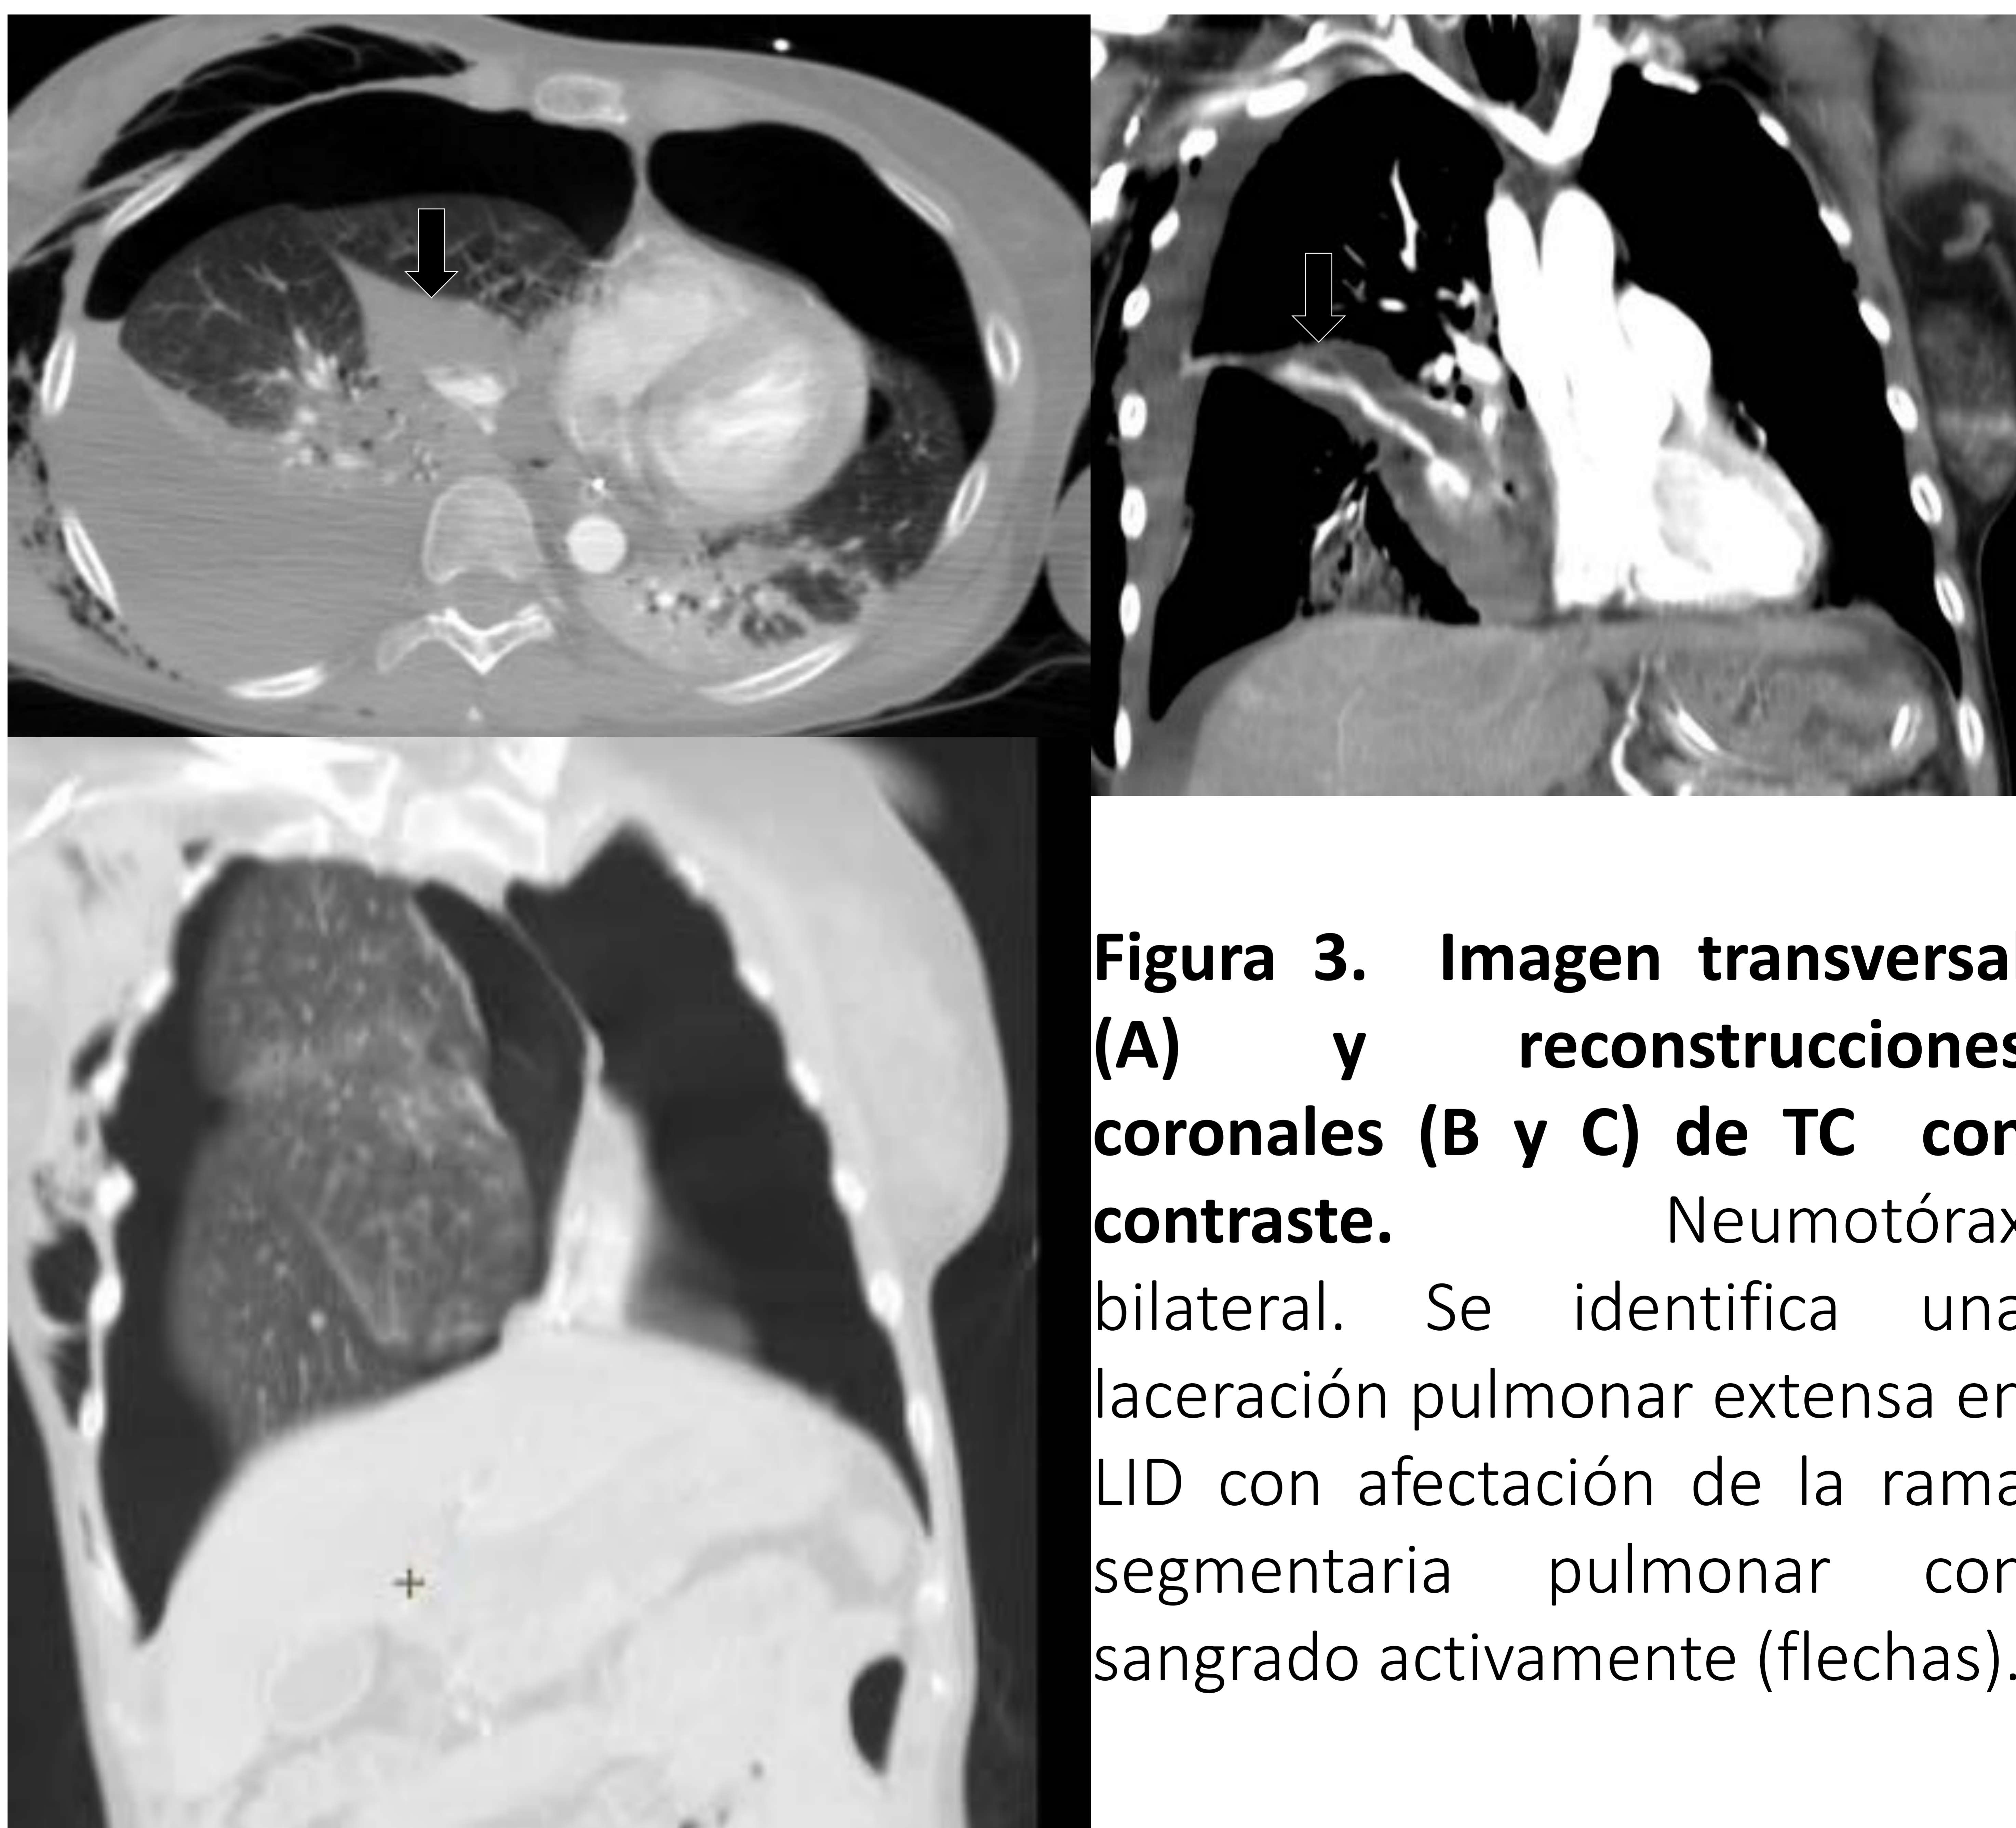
Imagen transversal (A) y reconstrucciones coronales (B y C) de TC con contraste.
